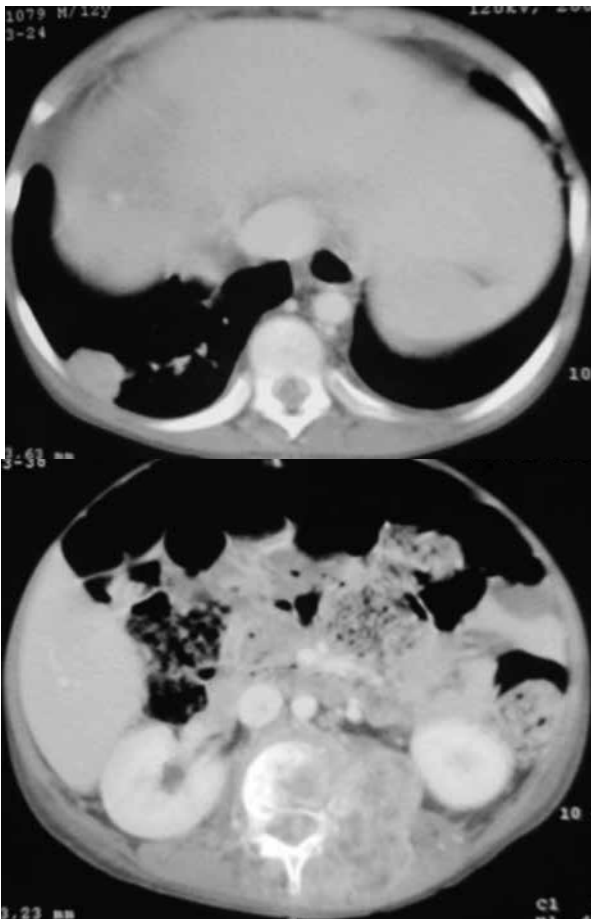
Tomografía axial de abdomen a nivel de parénquima hepático y renal.
